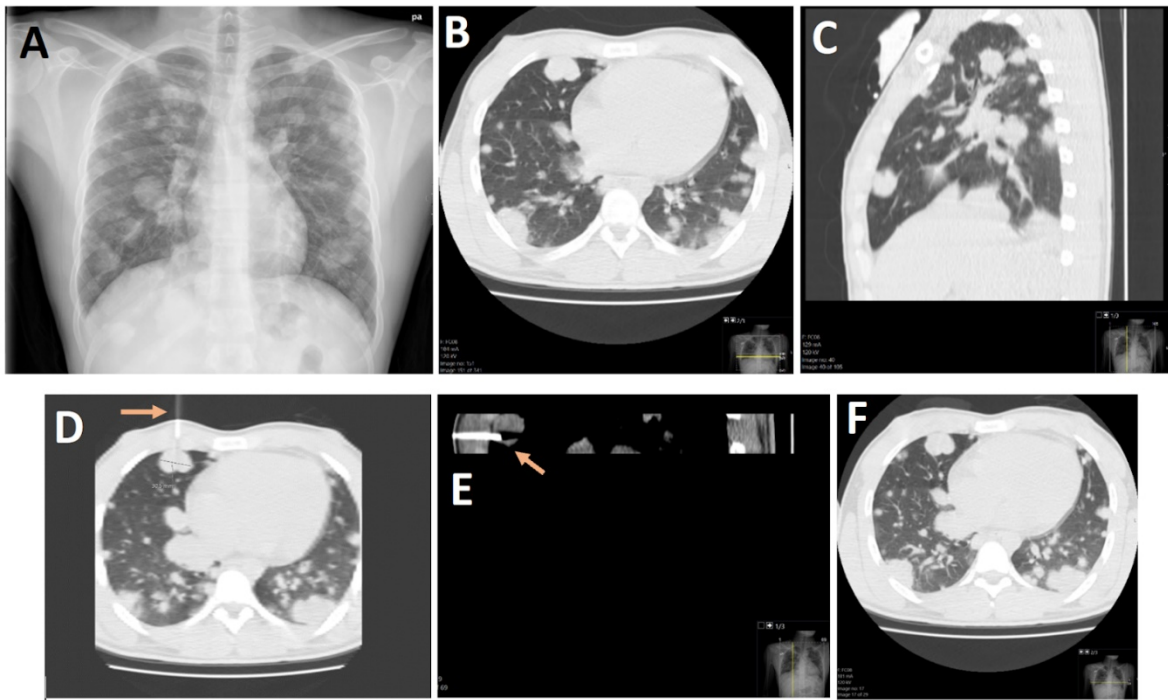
Caso 1 Biópsia Pulmão - A) Radiografia em incidência antero-posterior. Múltiplas opacidades nodulares dispersas por ambos os campos pulmonares, em padrão “largada de balões”; B) TC sem contraste, em plano axial. Múltiplos nódulos pulmonares sólidos, de contornos bem definidos e lobulados, com dimensões variáveis, dispersos por ambos os campos pulmonares; C) TC sem contraste, em plano sagital. Múltiplos nódulos pulmonares sólidos, de contornos bem definidos e lobulados, com dimensões variáveis; D) Biópsia guiada por TC, em plano axial, onde se observa a agulha coaxial (seta) na parede torácica; E) Biópsia guiada por TC, em plano sagital, observando-se agulha coaxial (seta) no nódulo pulmonar a biopsar; F) TC pós-biópsia, em plano axial. Controlo pós-biópsia, sem registo de complicações.
